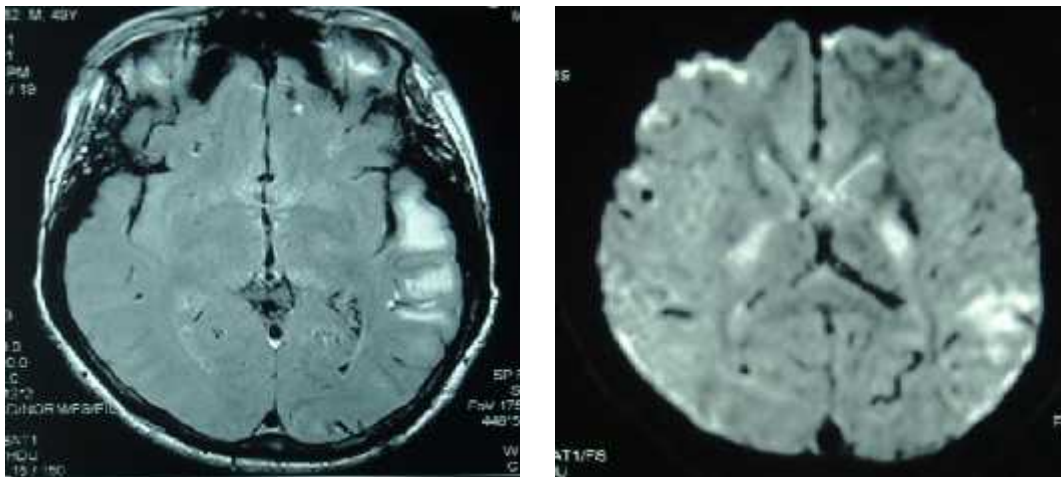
Magnetic Resonance Imaging performed July 10th 2012 revealed infark on left temporal and occipital lobe with flow void appearance.
